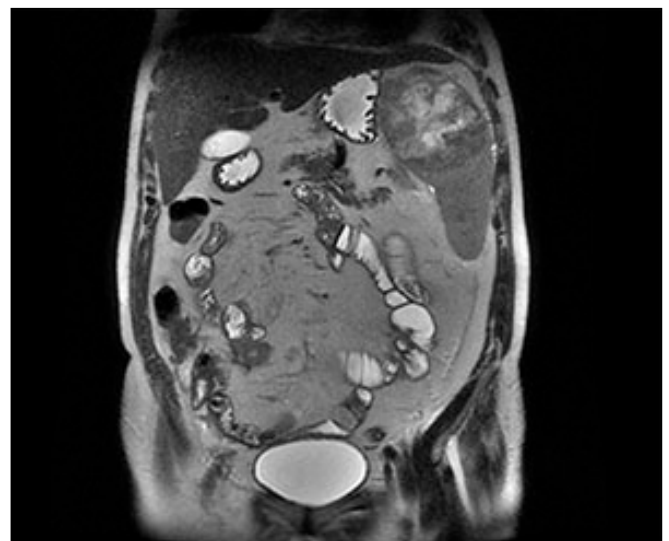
Estenosis y perforación contenida intestinal en fase T2 de entero-RM.
